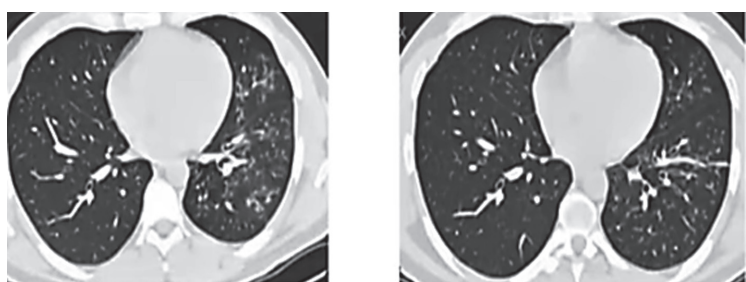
Бронхиолит. Типичная КТ картина [24].
